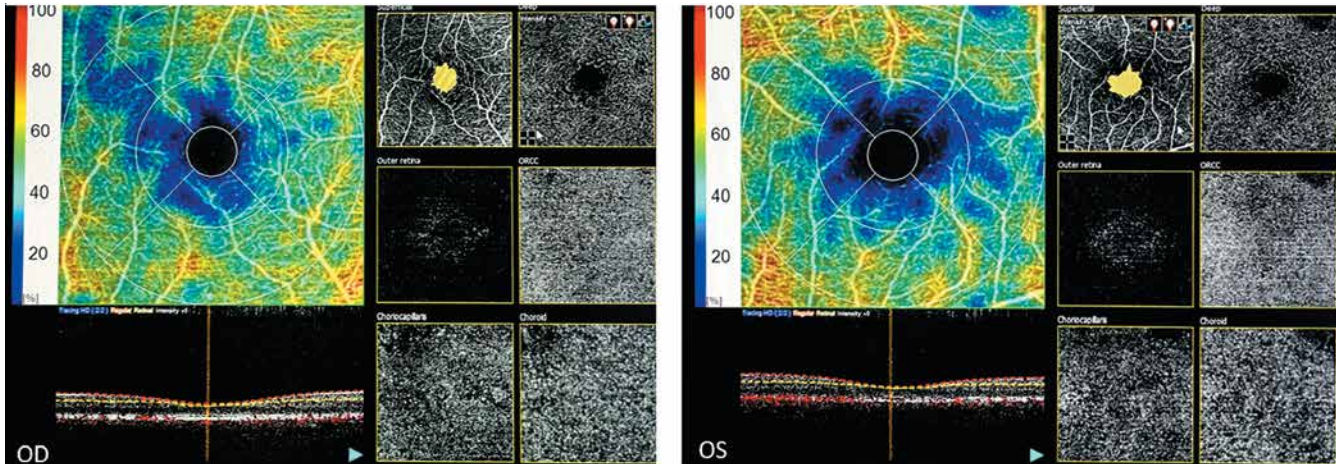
Ангиограммы поверхностного капиллярного сплетения сетчатки с зонами, лишенными капиллярной перфузии
